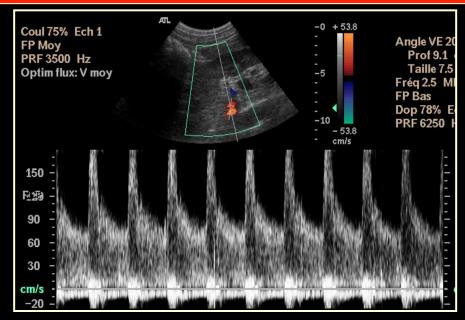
Imagerie: Echo-doppler/Scanner
